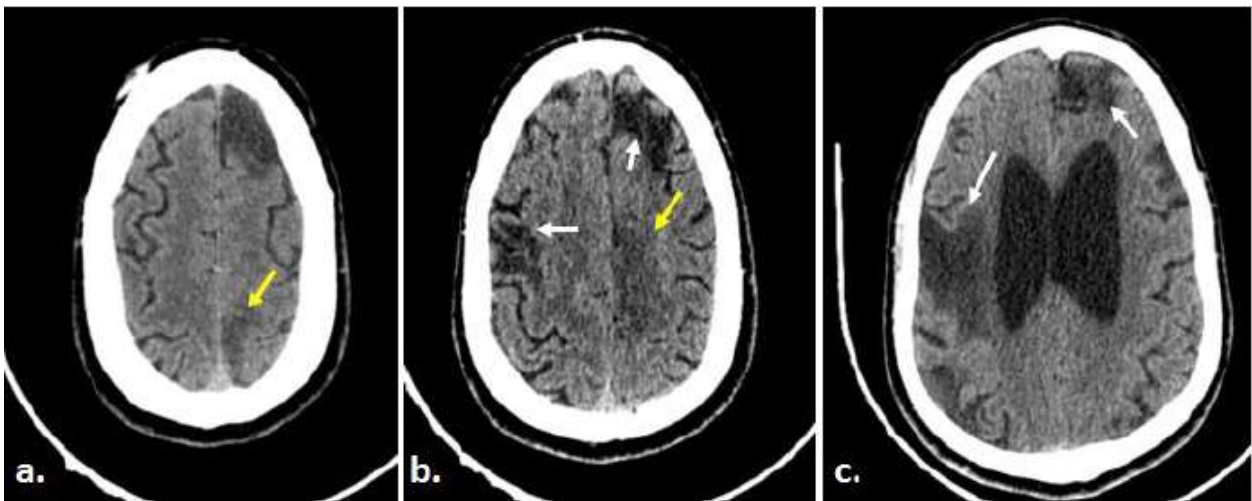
Coupes axiales d'une TDM cérébrale non injectée réalisée lors du 2^{ème} AVC montrant une plage ischémique subaigue du territoire de l'artère cérébrale antérieure gauche (flèche jaune).
